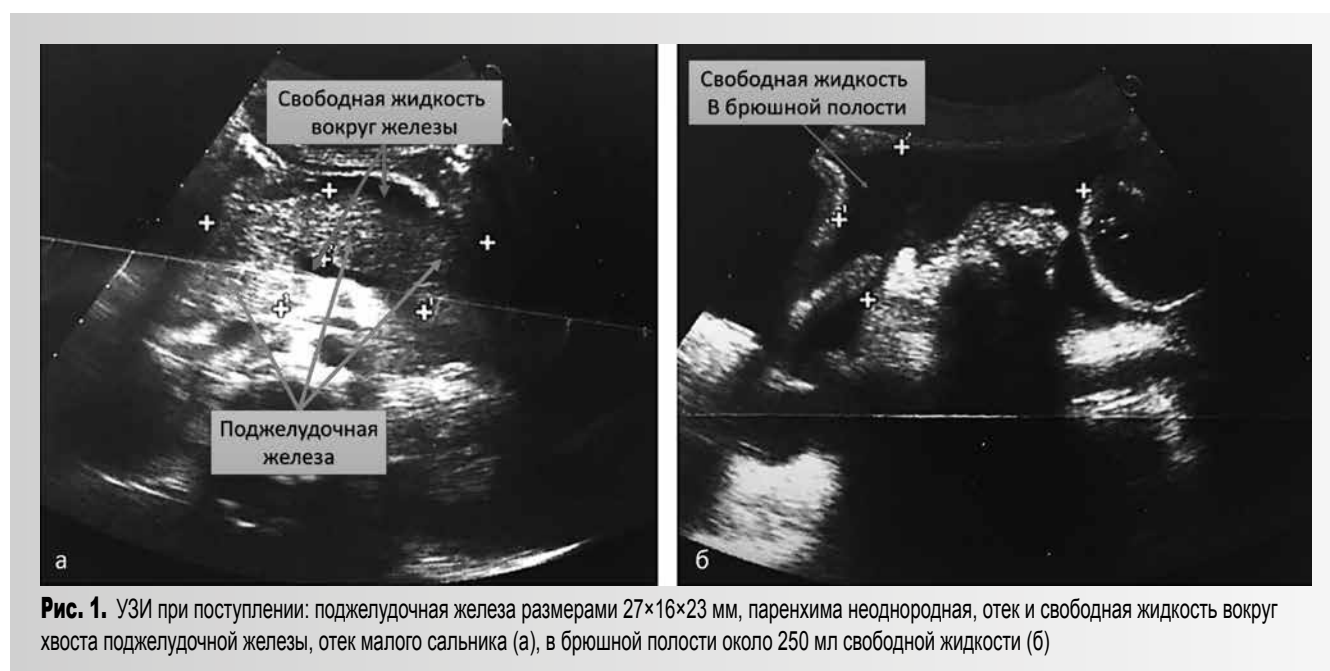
УЗИ при поступлении: поджелудочная железа размерами 27×16×23 мм, паренхима неоднородная, отек и свободная жидкость вокруг хвоста поджелудочной железы, отек малого сальника (а), в брюшной полости около 250 мл свободной жидкости (б)
